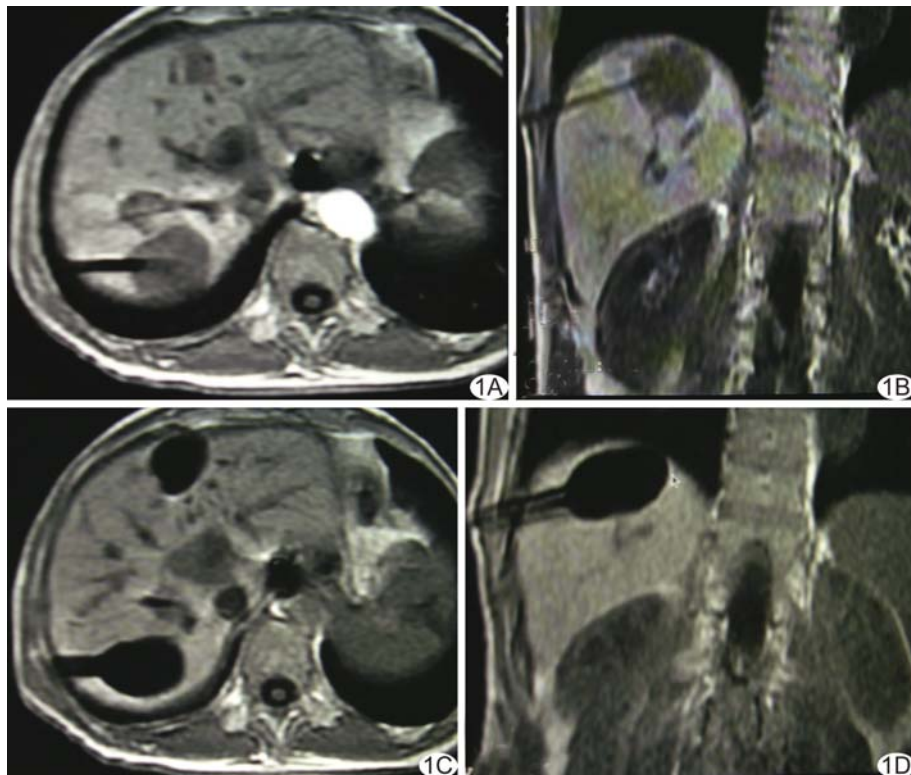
患者男,45 岁,肝脏肿瘤邻近膈顶, MRI 引导下氩氦刀冷冻消融 A、B. 开始消融前轴位(A)及冠状位(B)SPGR T1WI; C、D. 冷冻消融 10 min 后轴位(C)及冠状位(D)SPGR T1WI
